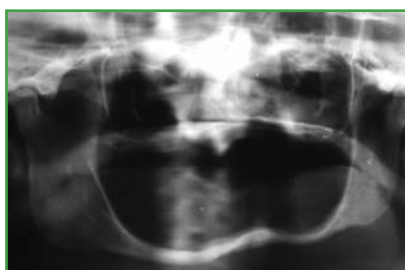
Radiografía panorámica en donde se observa una reabsorción de los rebordes residuales muy marcada.
